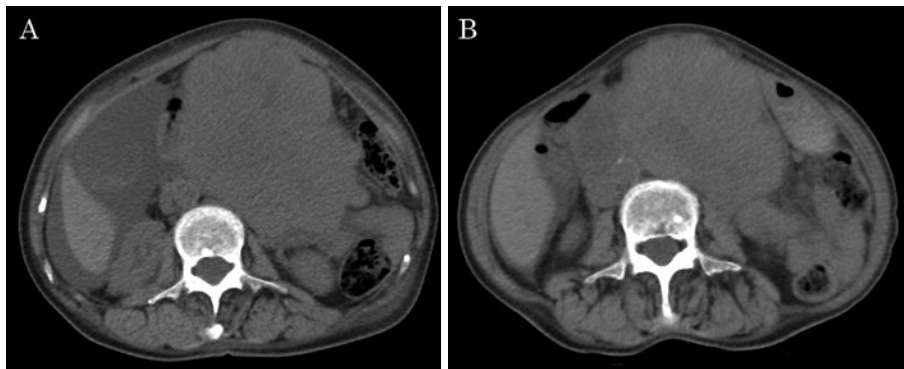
(A) Plain abdominal CT before treatment with chemotherapeutic agents (carboplatin + etoposide). Maximum tumor diameter was 12.7 cm. (B) Plain abdominal CT after two cycles of carboplatin + etoposide. The maximum diameter of the abdominal tumor had decreased to 10.4 cm.
